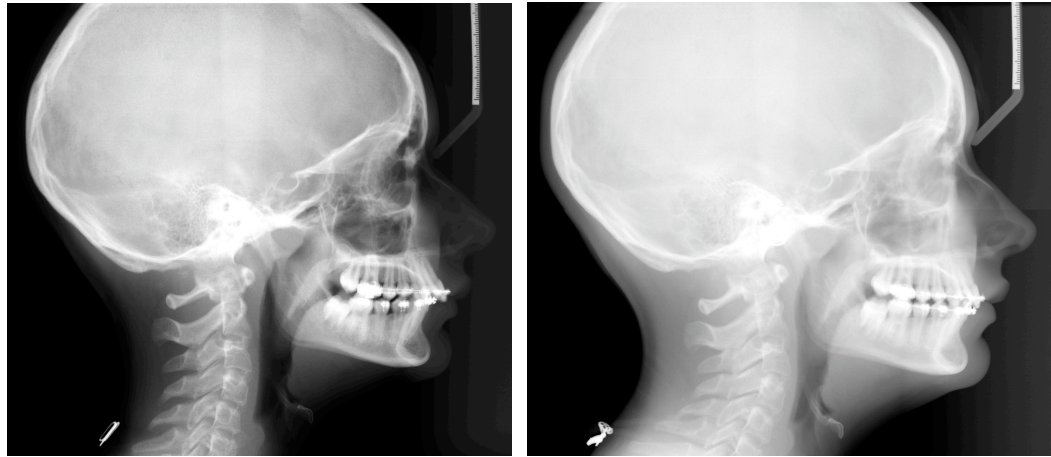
Différence dans l'intensité de l'exposition de la radiographie chez un même patient.
